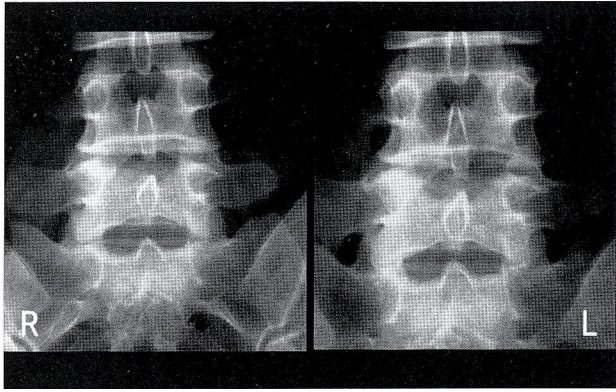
Preoperative (left) and postoperative (right) radiographs of patient 1 demonstrated well preservation of left L4/5 facet joint.
